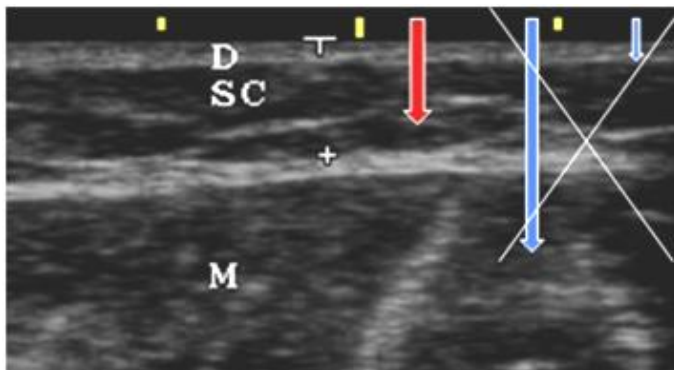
Imagine ultrasonografică:
